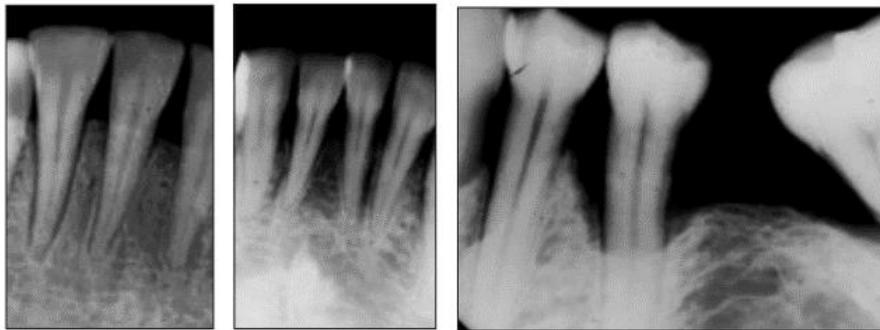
Trauma oclusal con considerable aumento de la densidad ósea periapical (circulo) y en la cresta ósea (flecha verde) (Consolaro, 2012).
